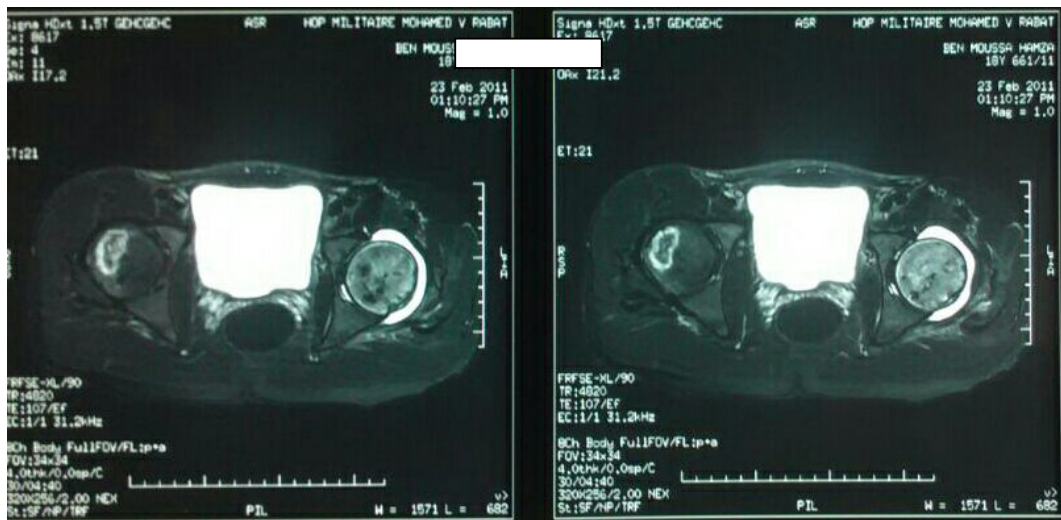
IRM de la hanche, montrant une ostéonécrose des têtes fémorales (Hématologie Clinique HMIMV)
